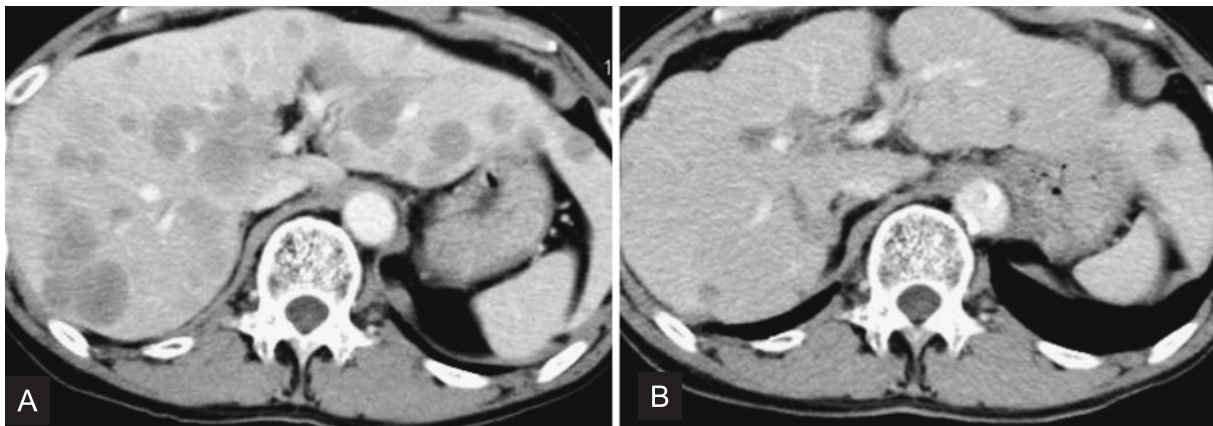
Abdominal CT scan showing multiple liver metastases before hepatic arterial infusion (HAI) chemotherapy (A) and reduced metastatic lesions after 6 courses of HAI chemotherapy (B).
